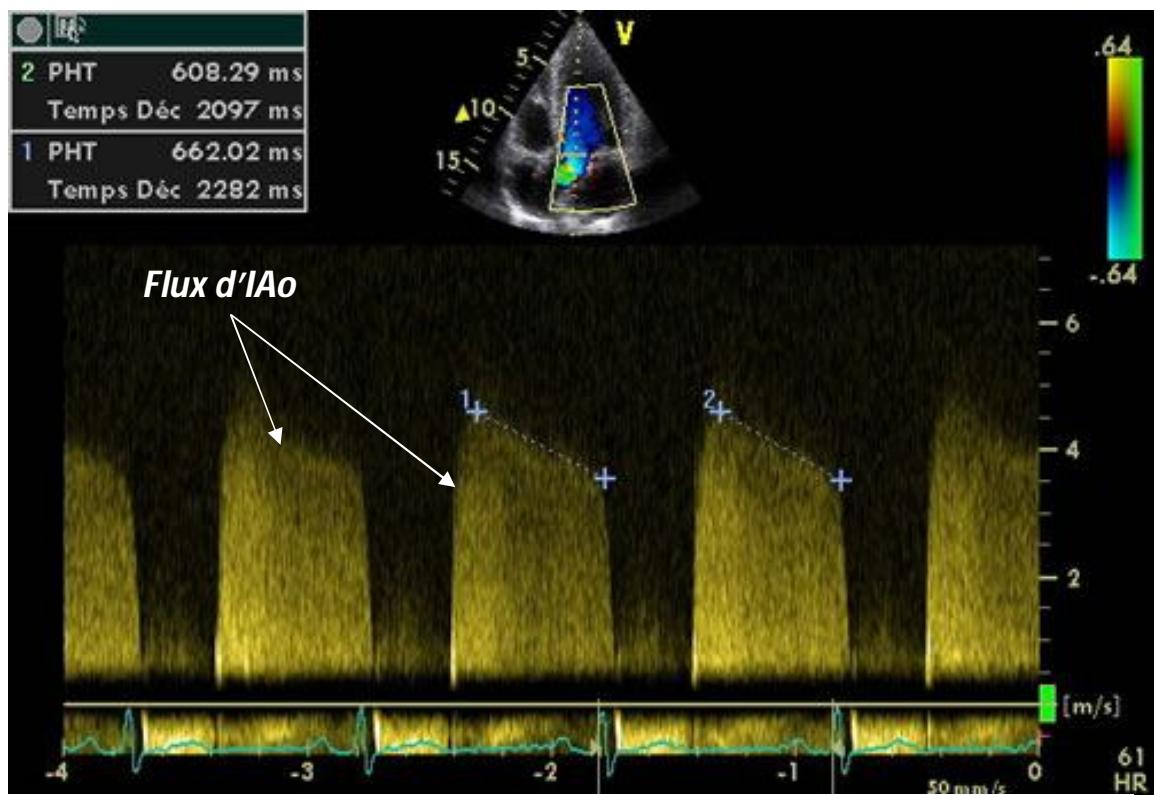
Echocardiographie trans-thoracique en mode Doppler continu montrant un flux d'insuffisance aortique (IAo)
